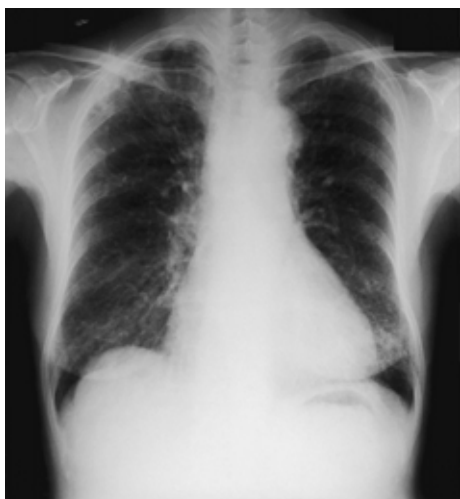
Chest radiograph on admission showing interstitial shadows in the right upper, right lower, and left lower lung fields.
